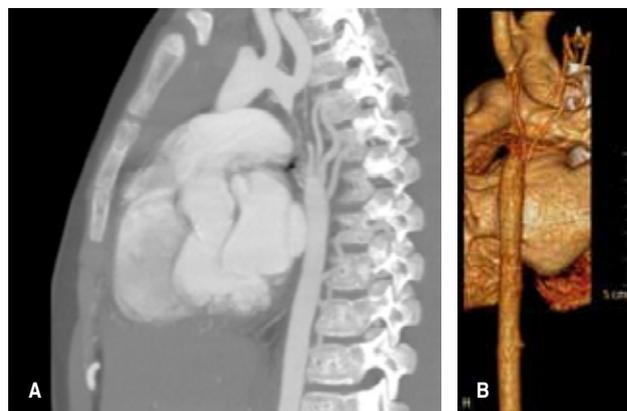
A) Angiotomografía que muestra coartación atrésica de aorta de 25 mm de longitud en vista sagital, (B) y una vista posterior de la reconstrucción 3D que muestra red colateral.
